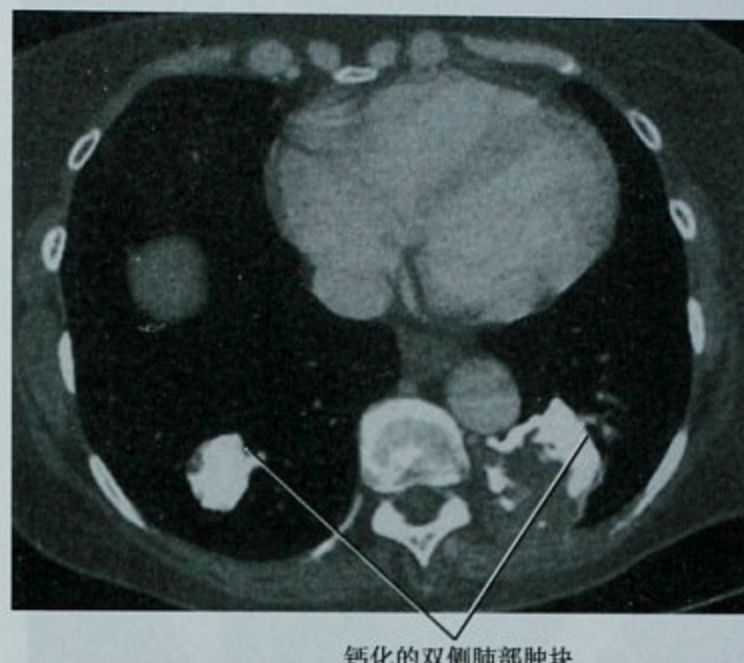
与 Carney 三联征有关的肺部软骨瘤,横断面 CT 增强扫描,该患者先前有胃肠道间质瘤和嗜铬细胞瘤切除史
